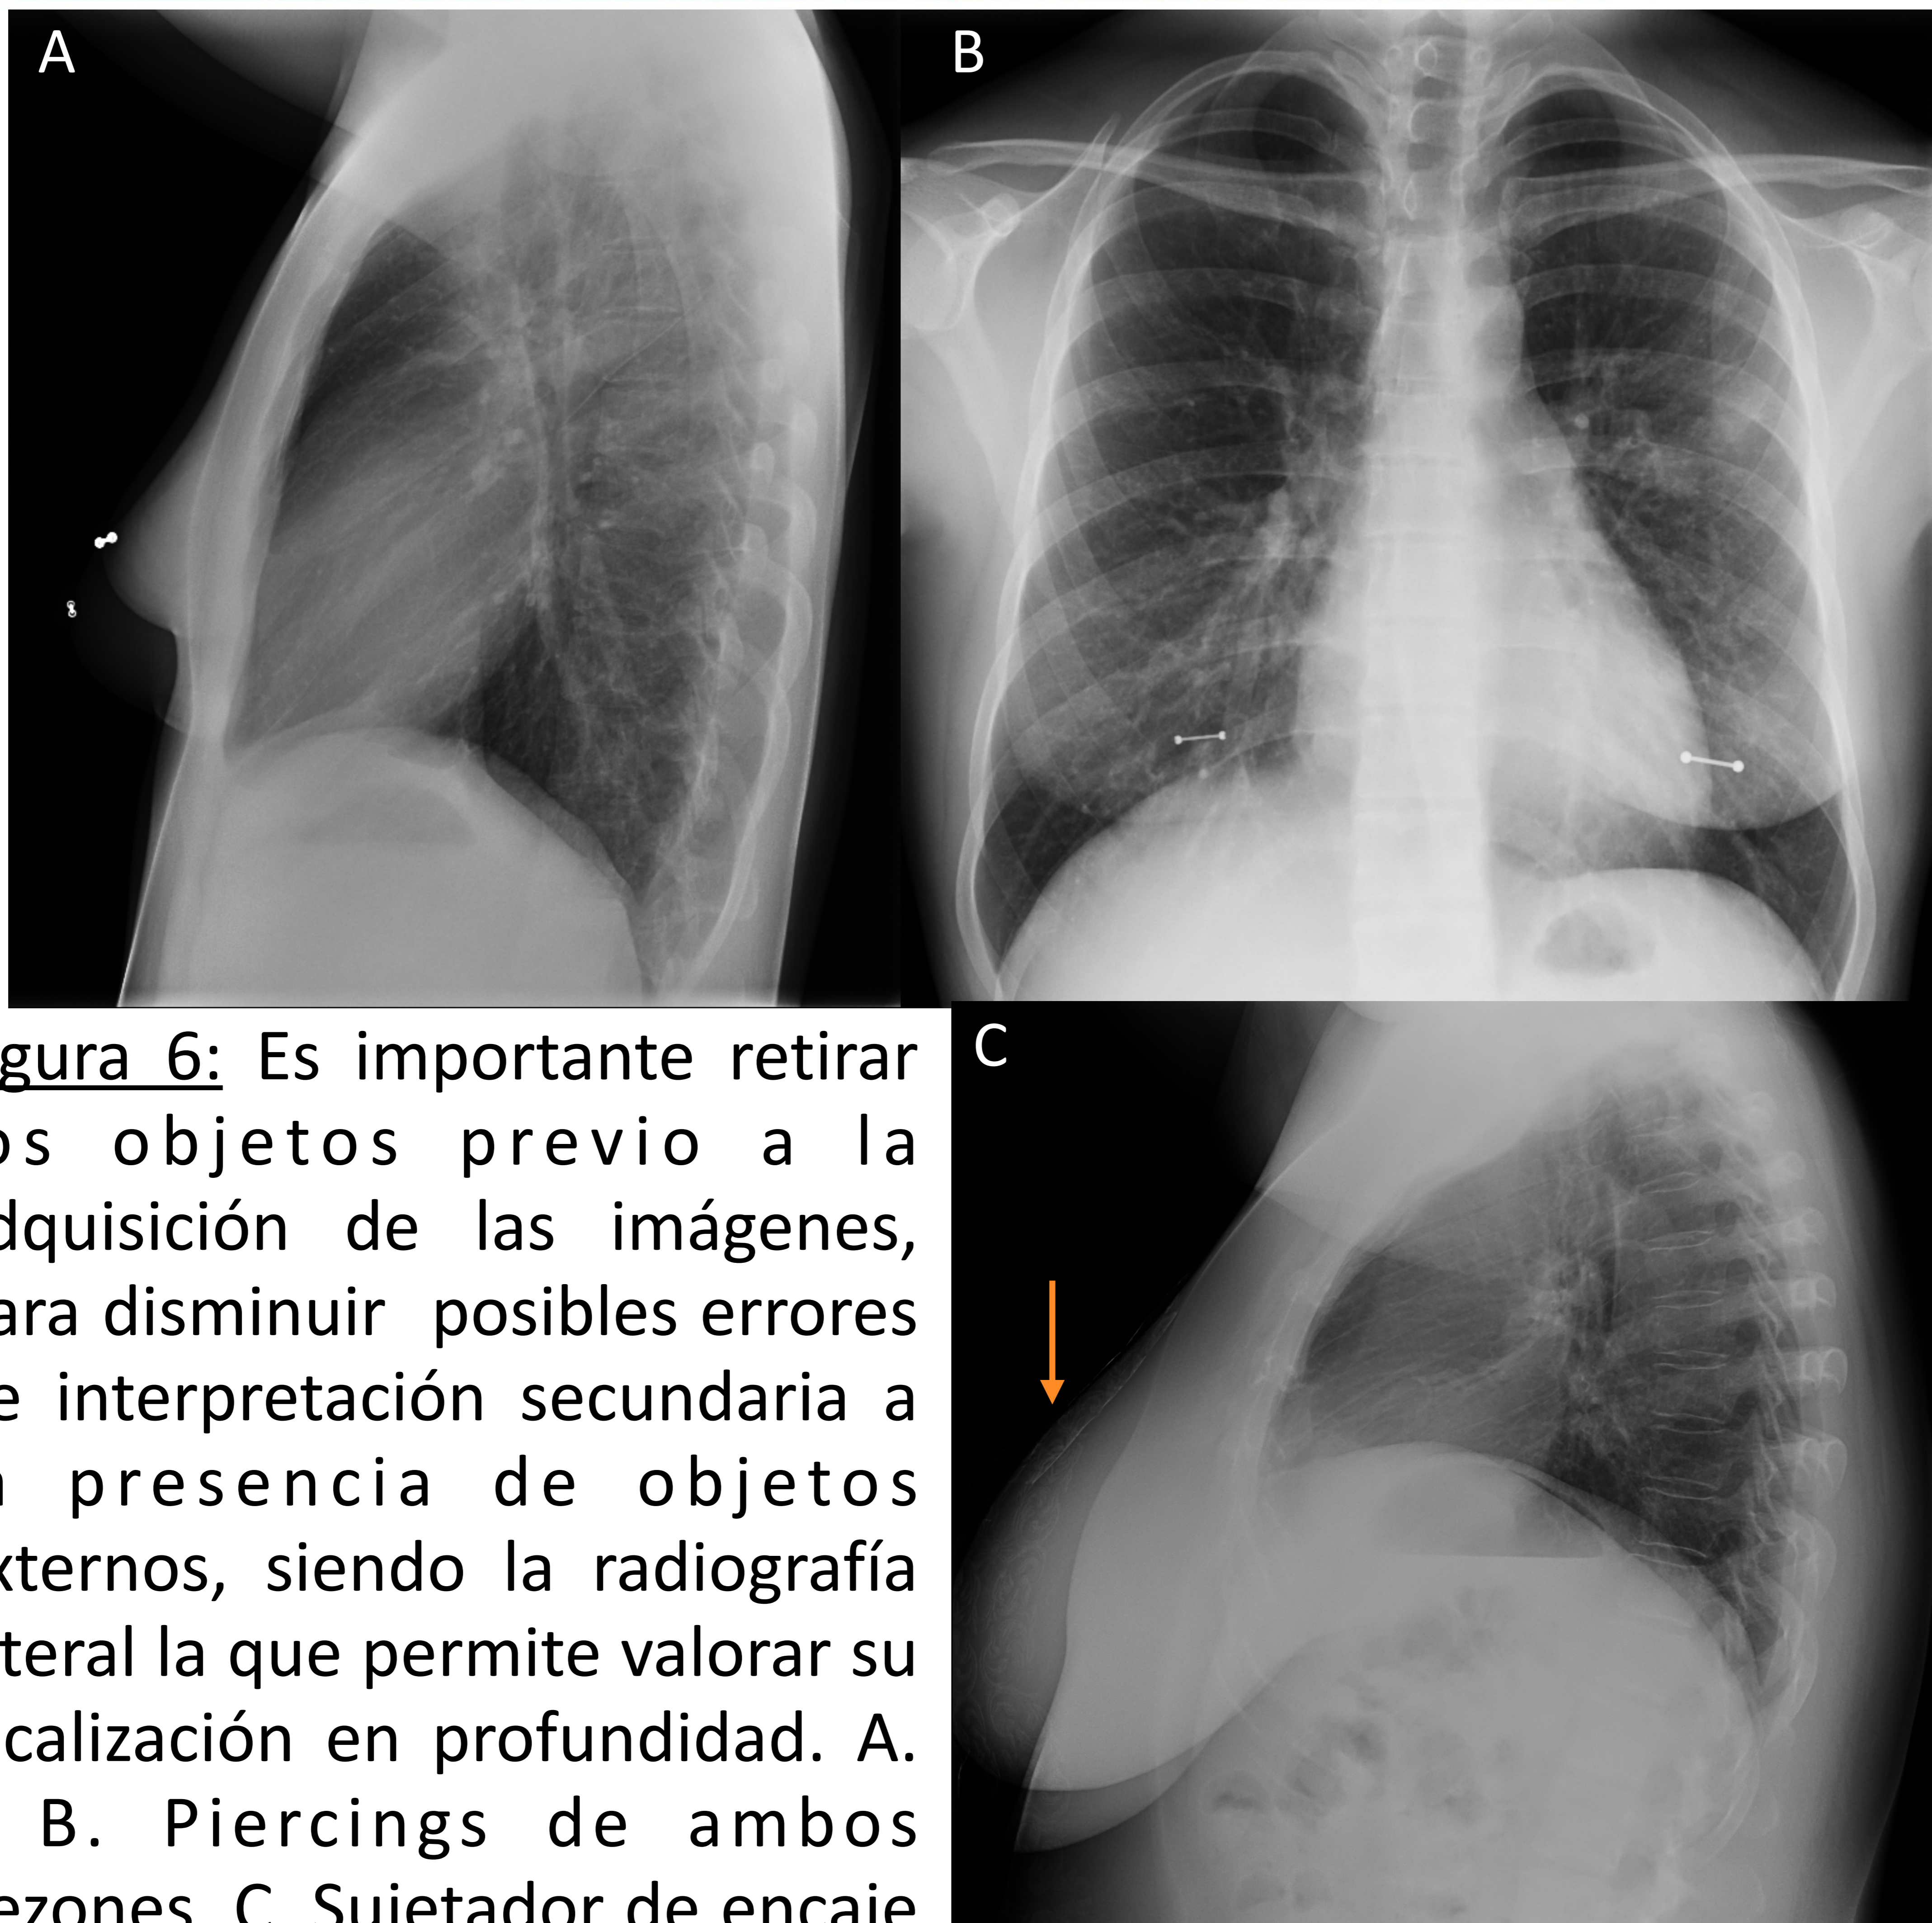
Es importante retirar los objetos previo a la adquisición de las imágenes, para disminuir posibles errores de interpretación secundaria a la presencia de objetos externos, siendo la radiografía lateral la que permite valorar su localización en profundidad. A. y B. Piercings de ambos pezones. C. Sujetador de encaje (flecha naranja).
